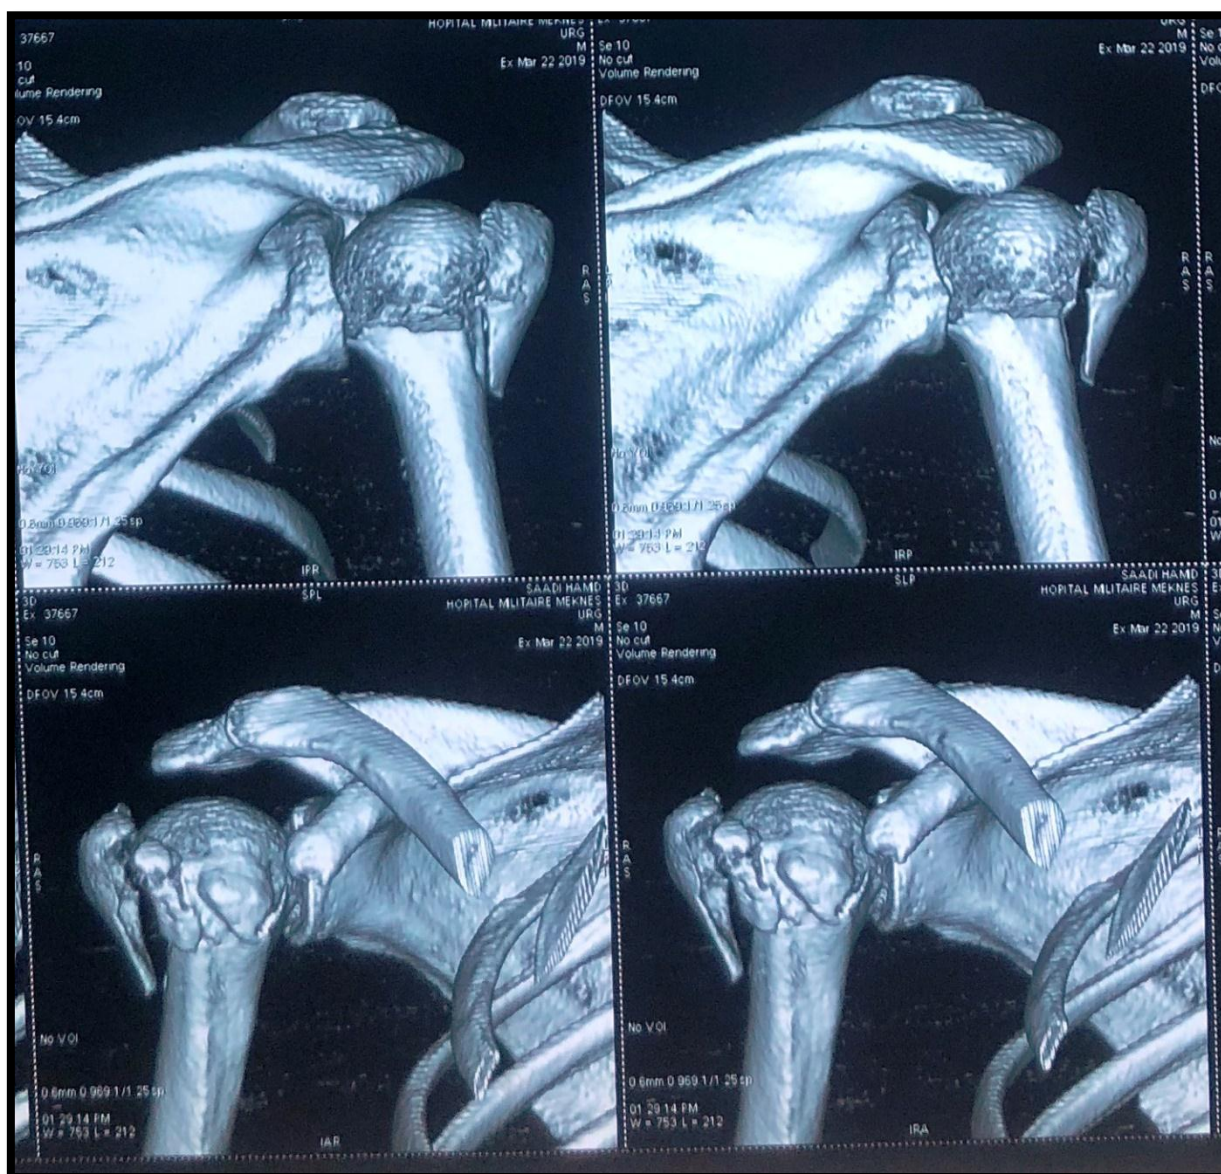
TDM en reconstruction 2D montrant une fracture à 4 fragments chez un de nos patients.
